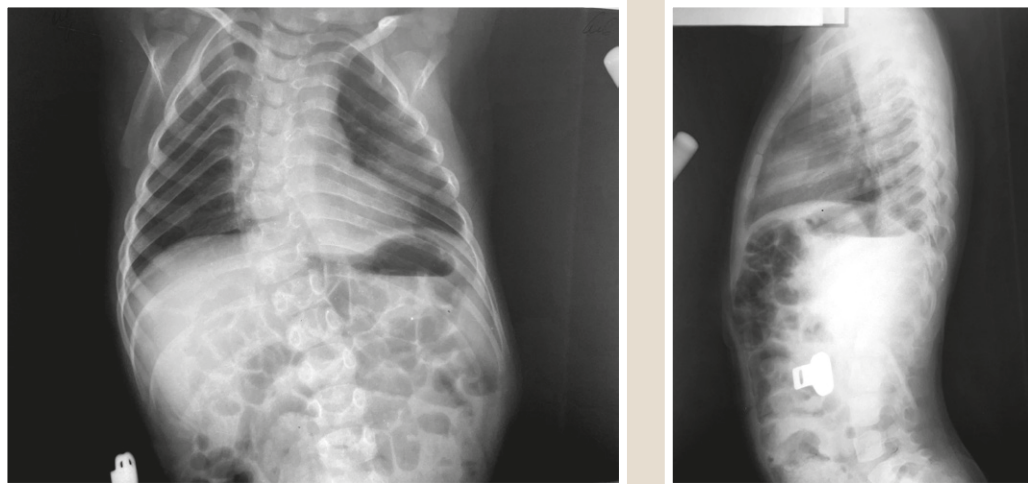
X-ray TCO in direct and lateral position of the child in the surgical department of the children's hospital.
